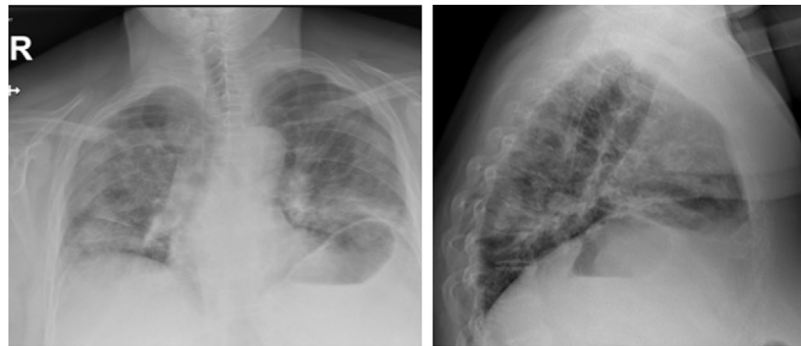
Radiografía de tórax en proyecciones anteroposterior (AP) y lateral. Infiltrados bilaterales y difusos en ambos campos pulmonares en relación con infección aguda probablemente por coronavirus.
